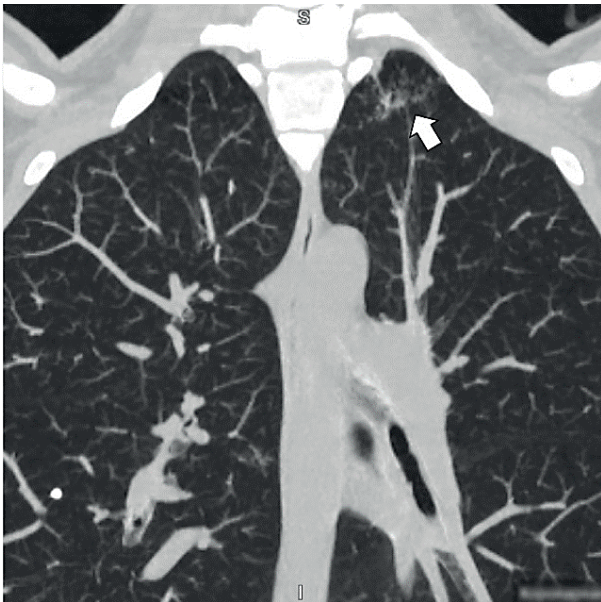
МСКТ органов грудной клетки
